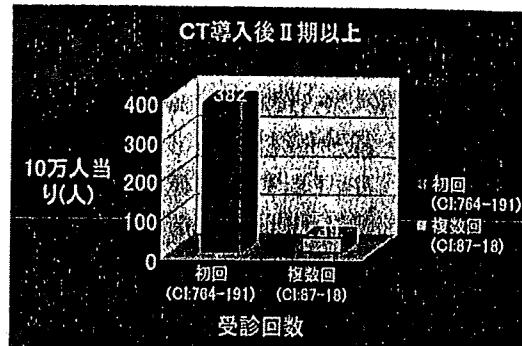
CT導入後(B群) II期以上初回複数回別発見率比較
